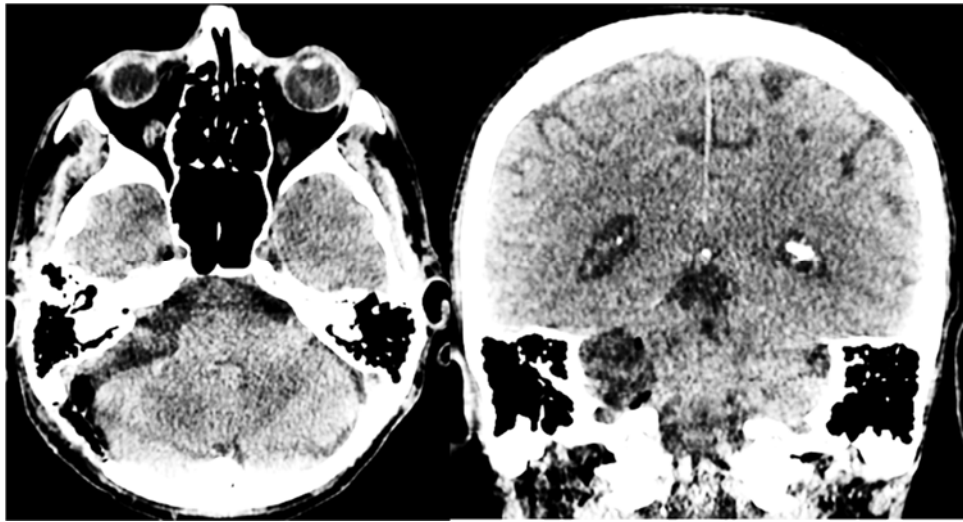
КТ головного мозга после операции
